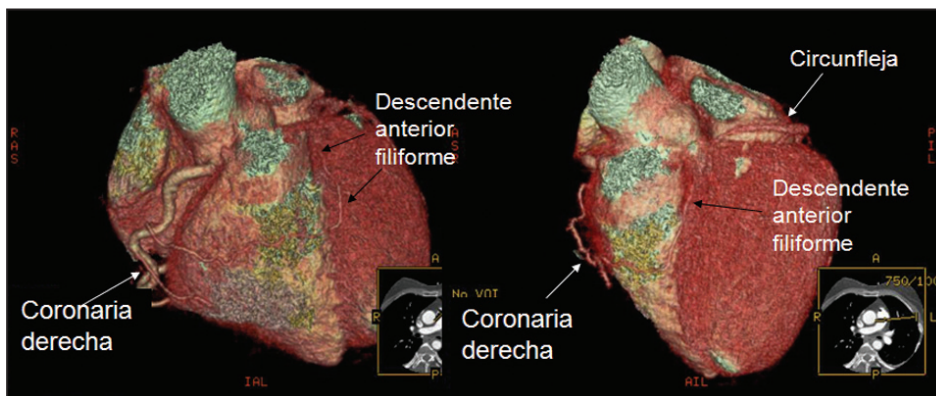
Angiotomografía coronaria.
